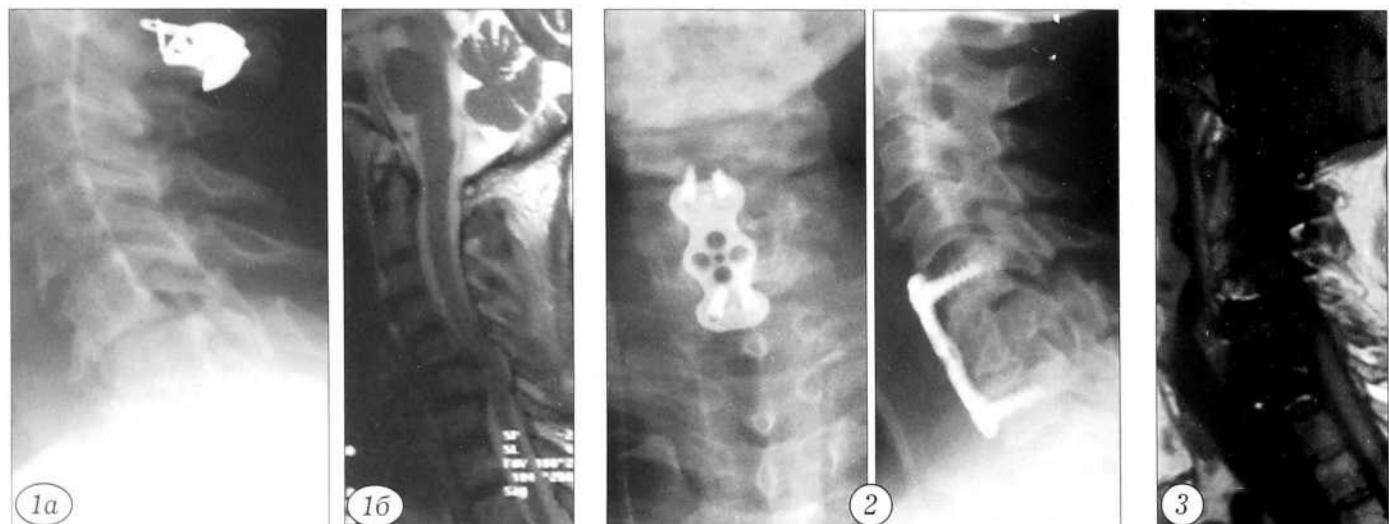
Рентгенограмма (а) и МР-томограмма (б) шейного отдела позвоночника больной Д. 62 лет.
